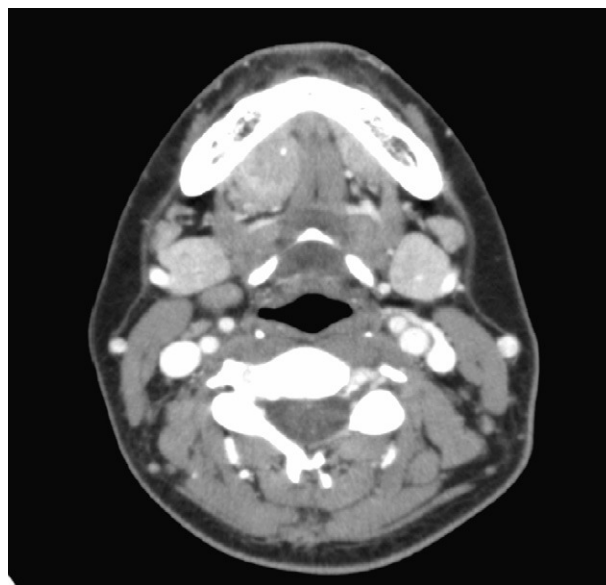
Proyección transversal, TC cervicofacial.
